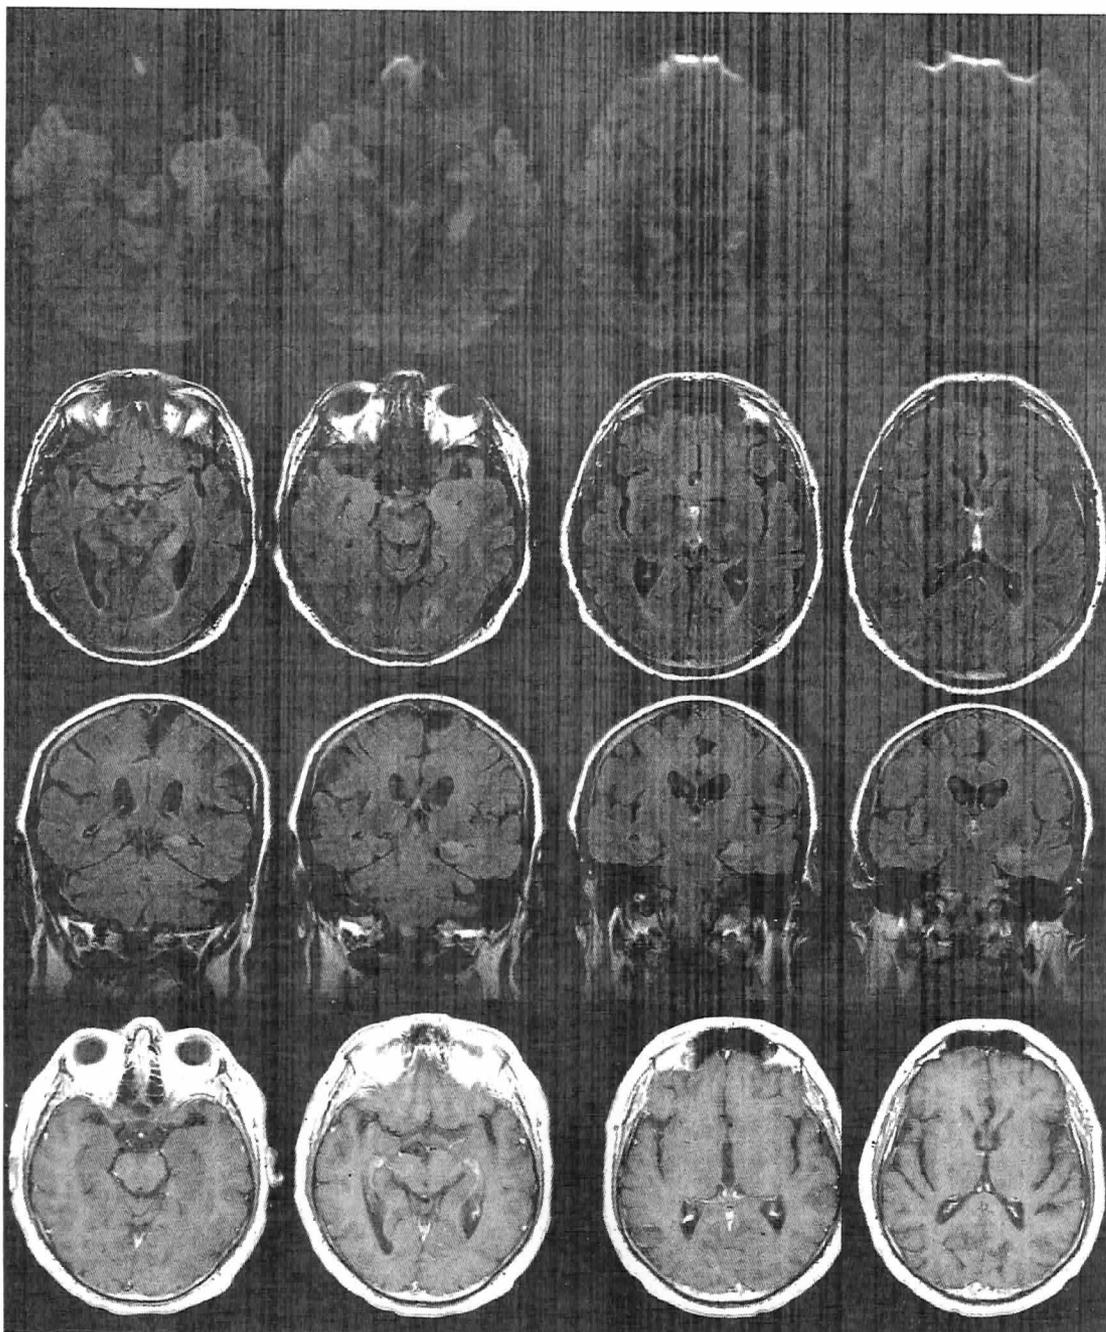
Resonancia magnética de cerebro realizada al ingreso en el que se observan imágenes hiperintensas en Difusión, Flair y T2 en topografía límbica bilateral con franco predominio izquierdo y realce tenue luego de la administración de gadolinio.
